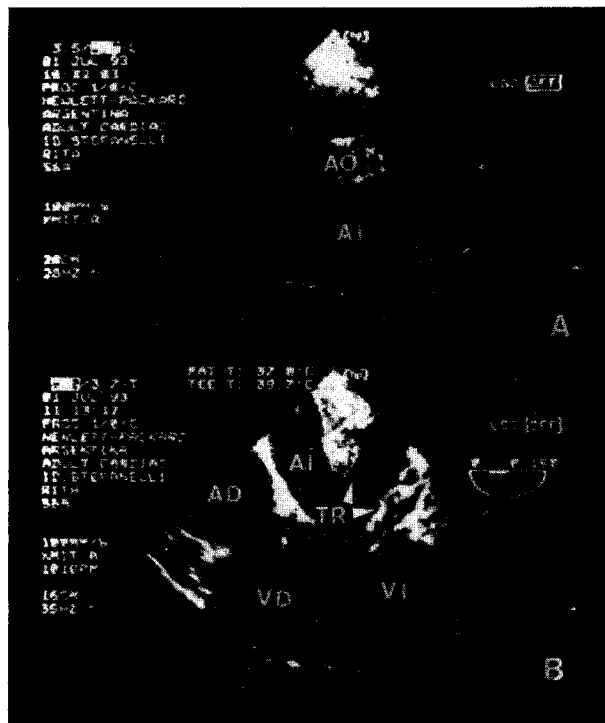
A: Plano transversal transtorácico a nivel de grandes vasos. No se registran trombos en la cavidad auricular izquierda. B: Ecocardiograma transesofágico del mismo paciente, realizado el mismo día. La cavidad auricular está tapizada de grandes trombos, uno de ellos muy protruyente y móvil. La orejuela estaba ocupada también por un trombo que se extendía hasta el orificio valvular mitral. AD = aurícula derecha. AI = aurícula izquierda. AO = aorta. TR = trombos. VD = ventrículo derecho. VI = ventrículo izquierdo.
